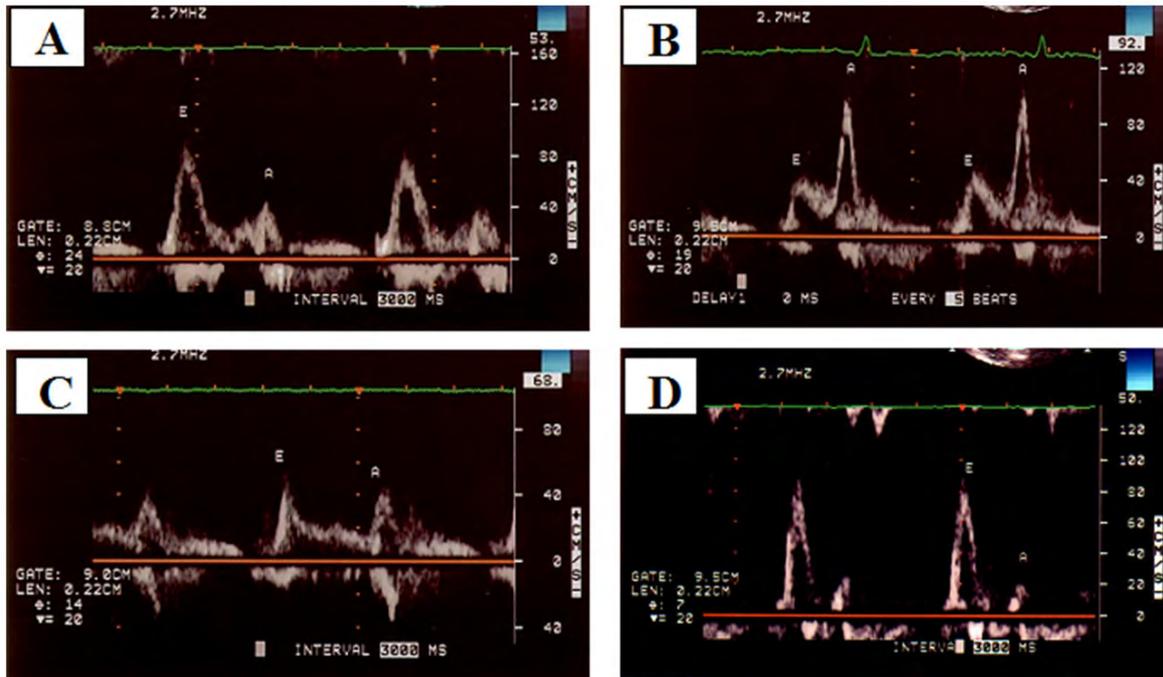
Flujo diastólico transvalvular mitral, registrado por medio de Doppler pulsado: normal (A), disfunción diastólica grado I, por alteración en la relajación (B), grado II, pseudonormalizado (C), grado III, restrictivo (D)
